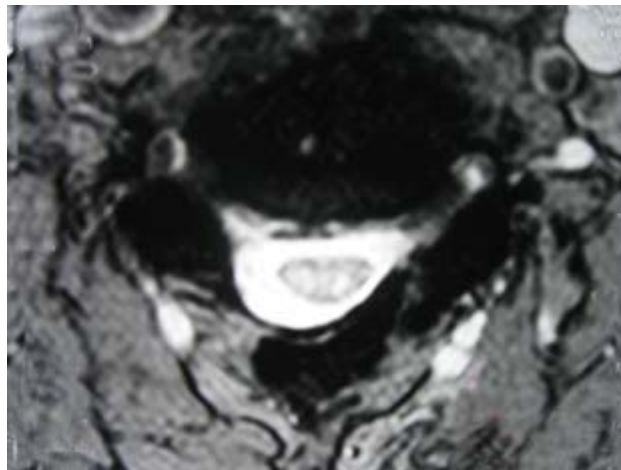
Imagem de ressonância magnética obtida no plano axial, ponderada em T2(pós-operatório), evidenciando descompressão satisfatória do canal.
